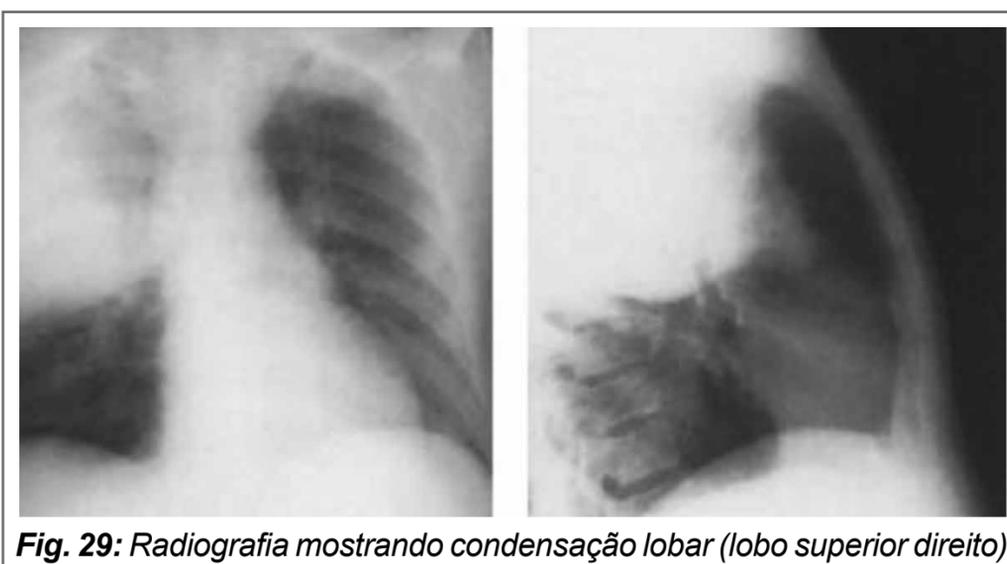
Radiografia mostrando condensação lobar (lobo superior direito).
